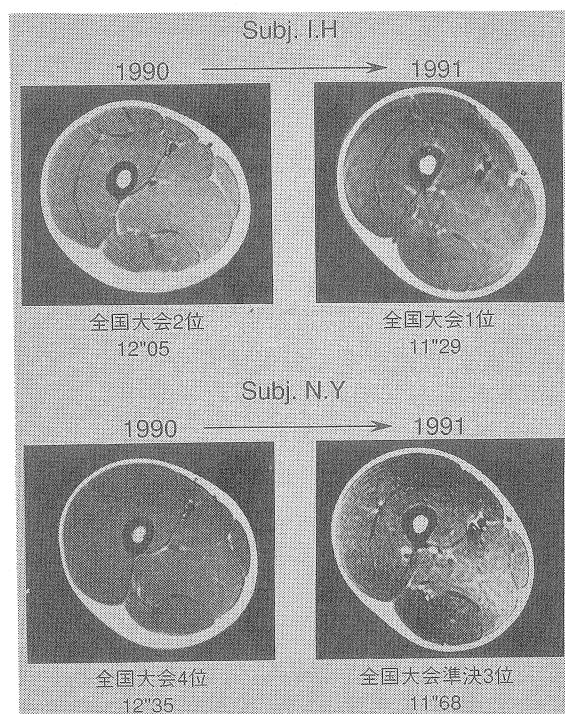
子どもエリートスプリンターにおける大腿部の筋の経年的変化 (MRI) (宮丸ら, 1992)
